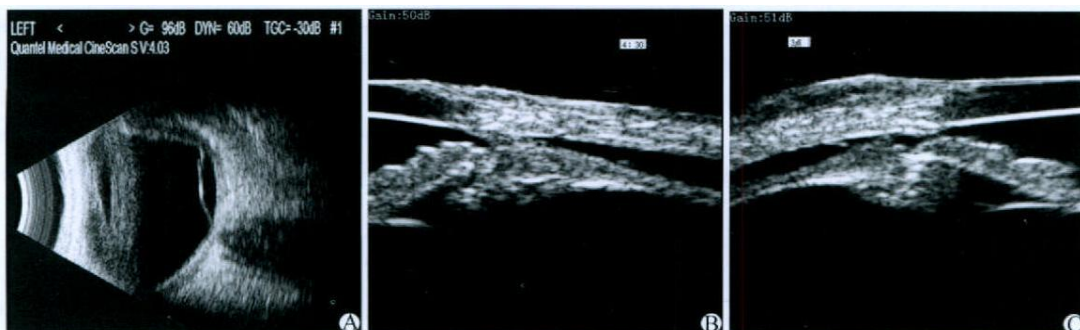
特发性葡萄膜渗漏综合征患者超声生物显微镜声像图
